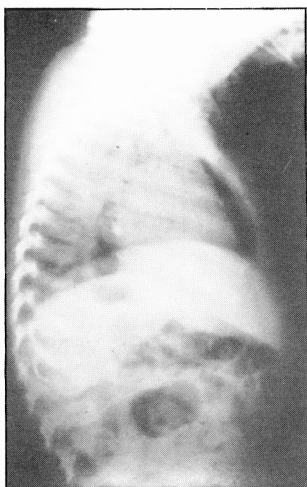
Teleradiografia do tórax. Pneumomediastino anterior.
